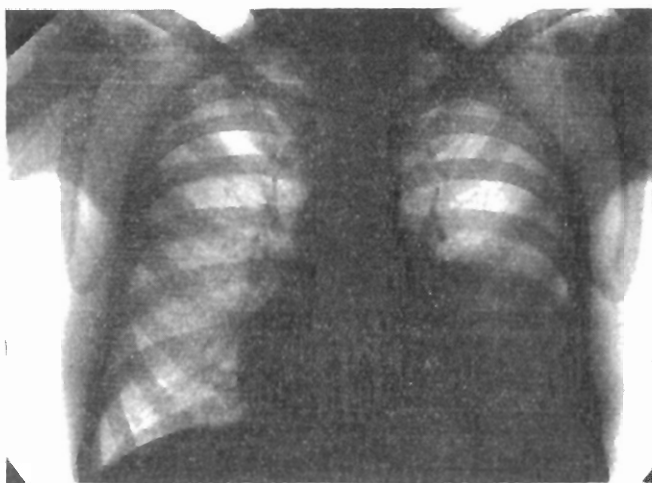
Radiografía torácica a los 6 días (22-II-57) de la intervención. Pericarditis con derrame. Se aprecia un claro aumento del tamaño de la silueta cardíaca. Sigue observándose la opacidad del seno costodiafrágico izquierdo señalada en la anterior radiografía.
